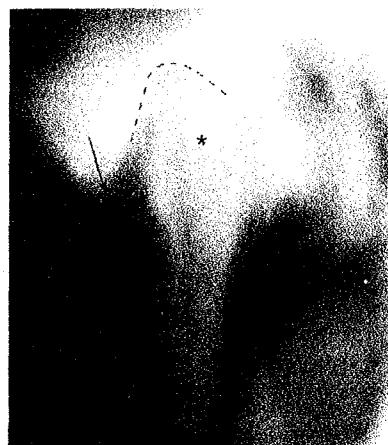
Tomographie à balayage d'un patient bouche fermée (DOYON, 1995)
